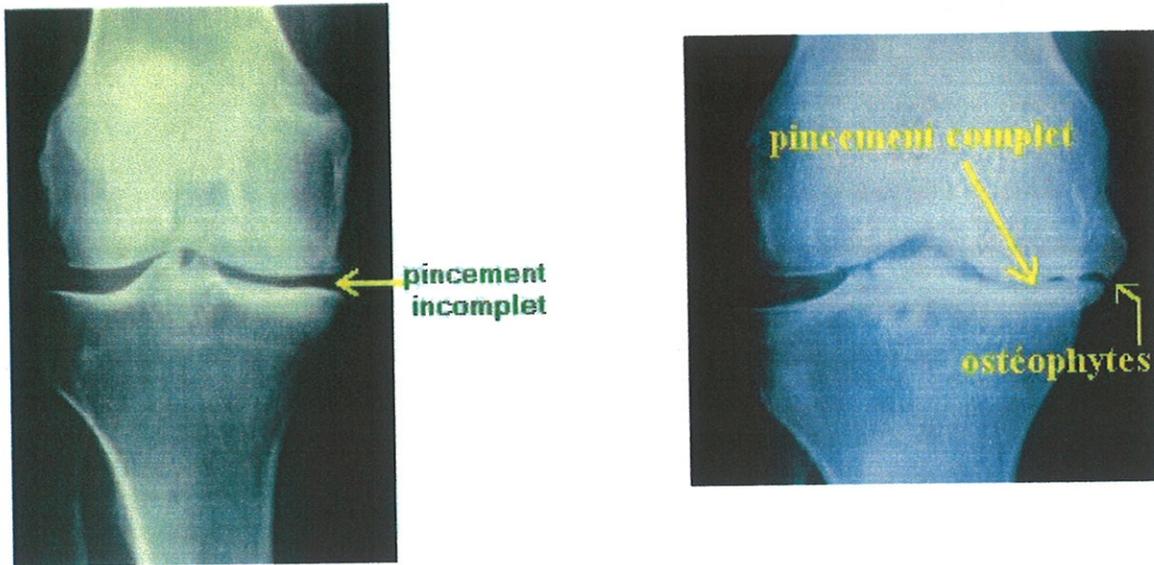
Radiographie fémoro-tibiale montrant un pincement artulaire
